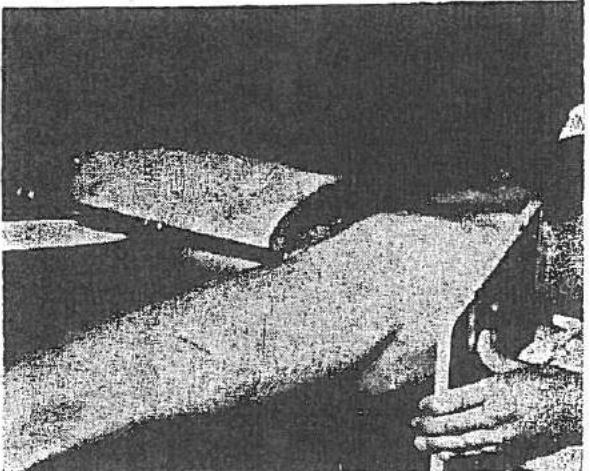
P* — DD Coapsele îndepărdate, mai ales aceea din partea de radiografiat. Piciorul din această parte ușor rotit înăuntru. Caseta așezată în lat, perpendiculară pe planul mesei, ținută cu o mână de pacient, este impinsă cu o margine deasupra crestei iliacă și astfel aranjată ca *RC* să fie perpendiculară pe ea.
